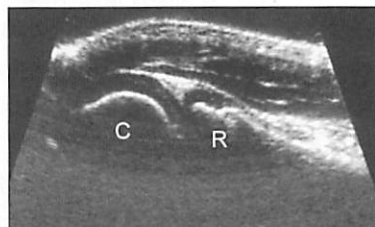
上腕骨小頭の超音波画像(屈曲位, 正常像)
